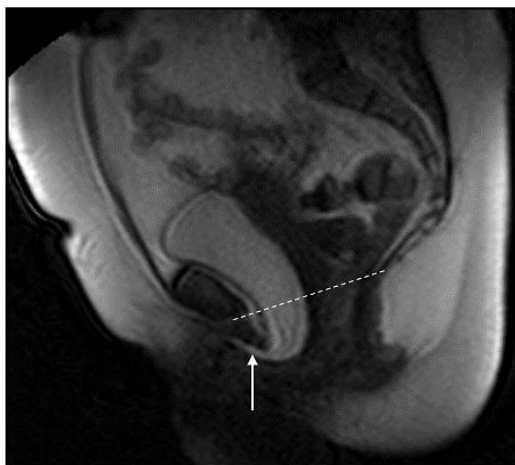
Динамическая МРТ мочевого пузыря
